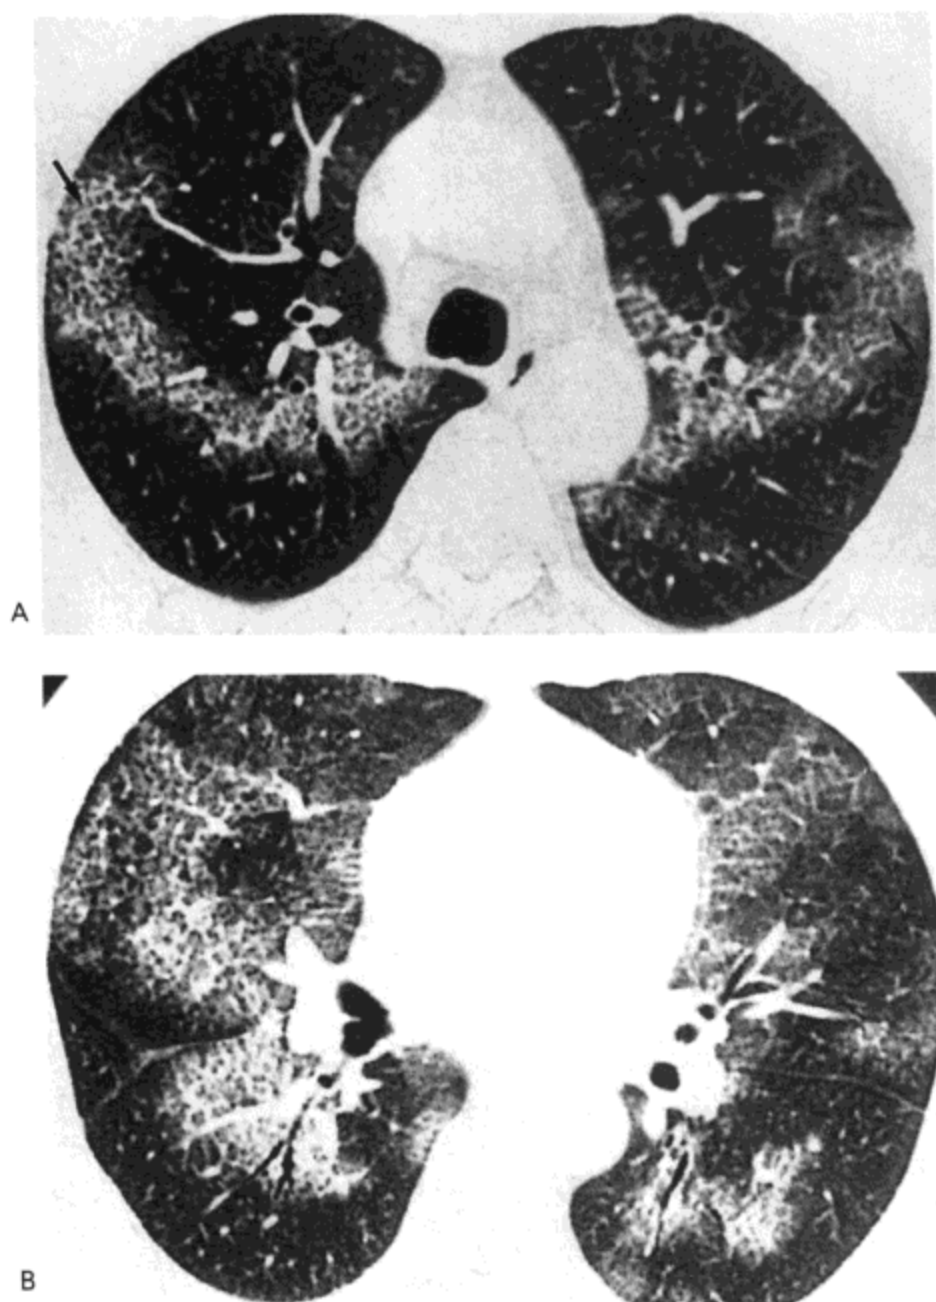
急性矽肺。A: 气管远侧水平的高分辨率CT影像(1.5mm层厚)示双肺上叶片状磨砂玻璃影。同时注意小叶内细线状影重叠于磨砂玻璃影之上, 形成所谓“碎石路”征(箭号)。B: 右中叶支气管水平扫描示双肺更广泛的异常。病人52岁, 为采石场工人(经同意选自Kim Kl, Kim CW, Lee MK等. Imaging of occupational lung disease. Radiographics 2001;21:1371-1379.)。
